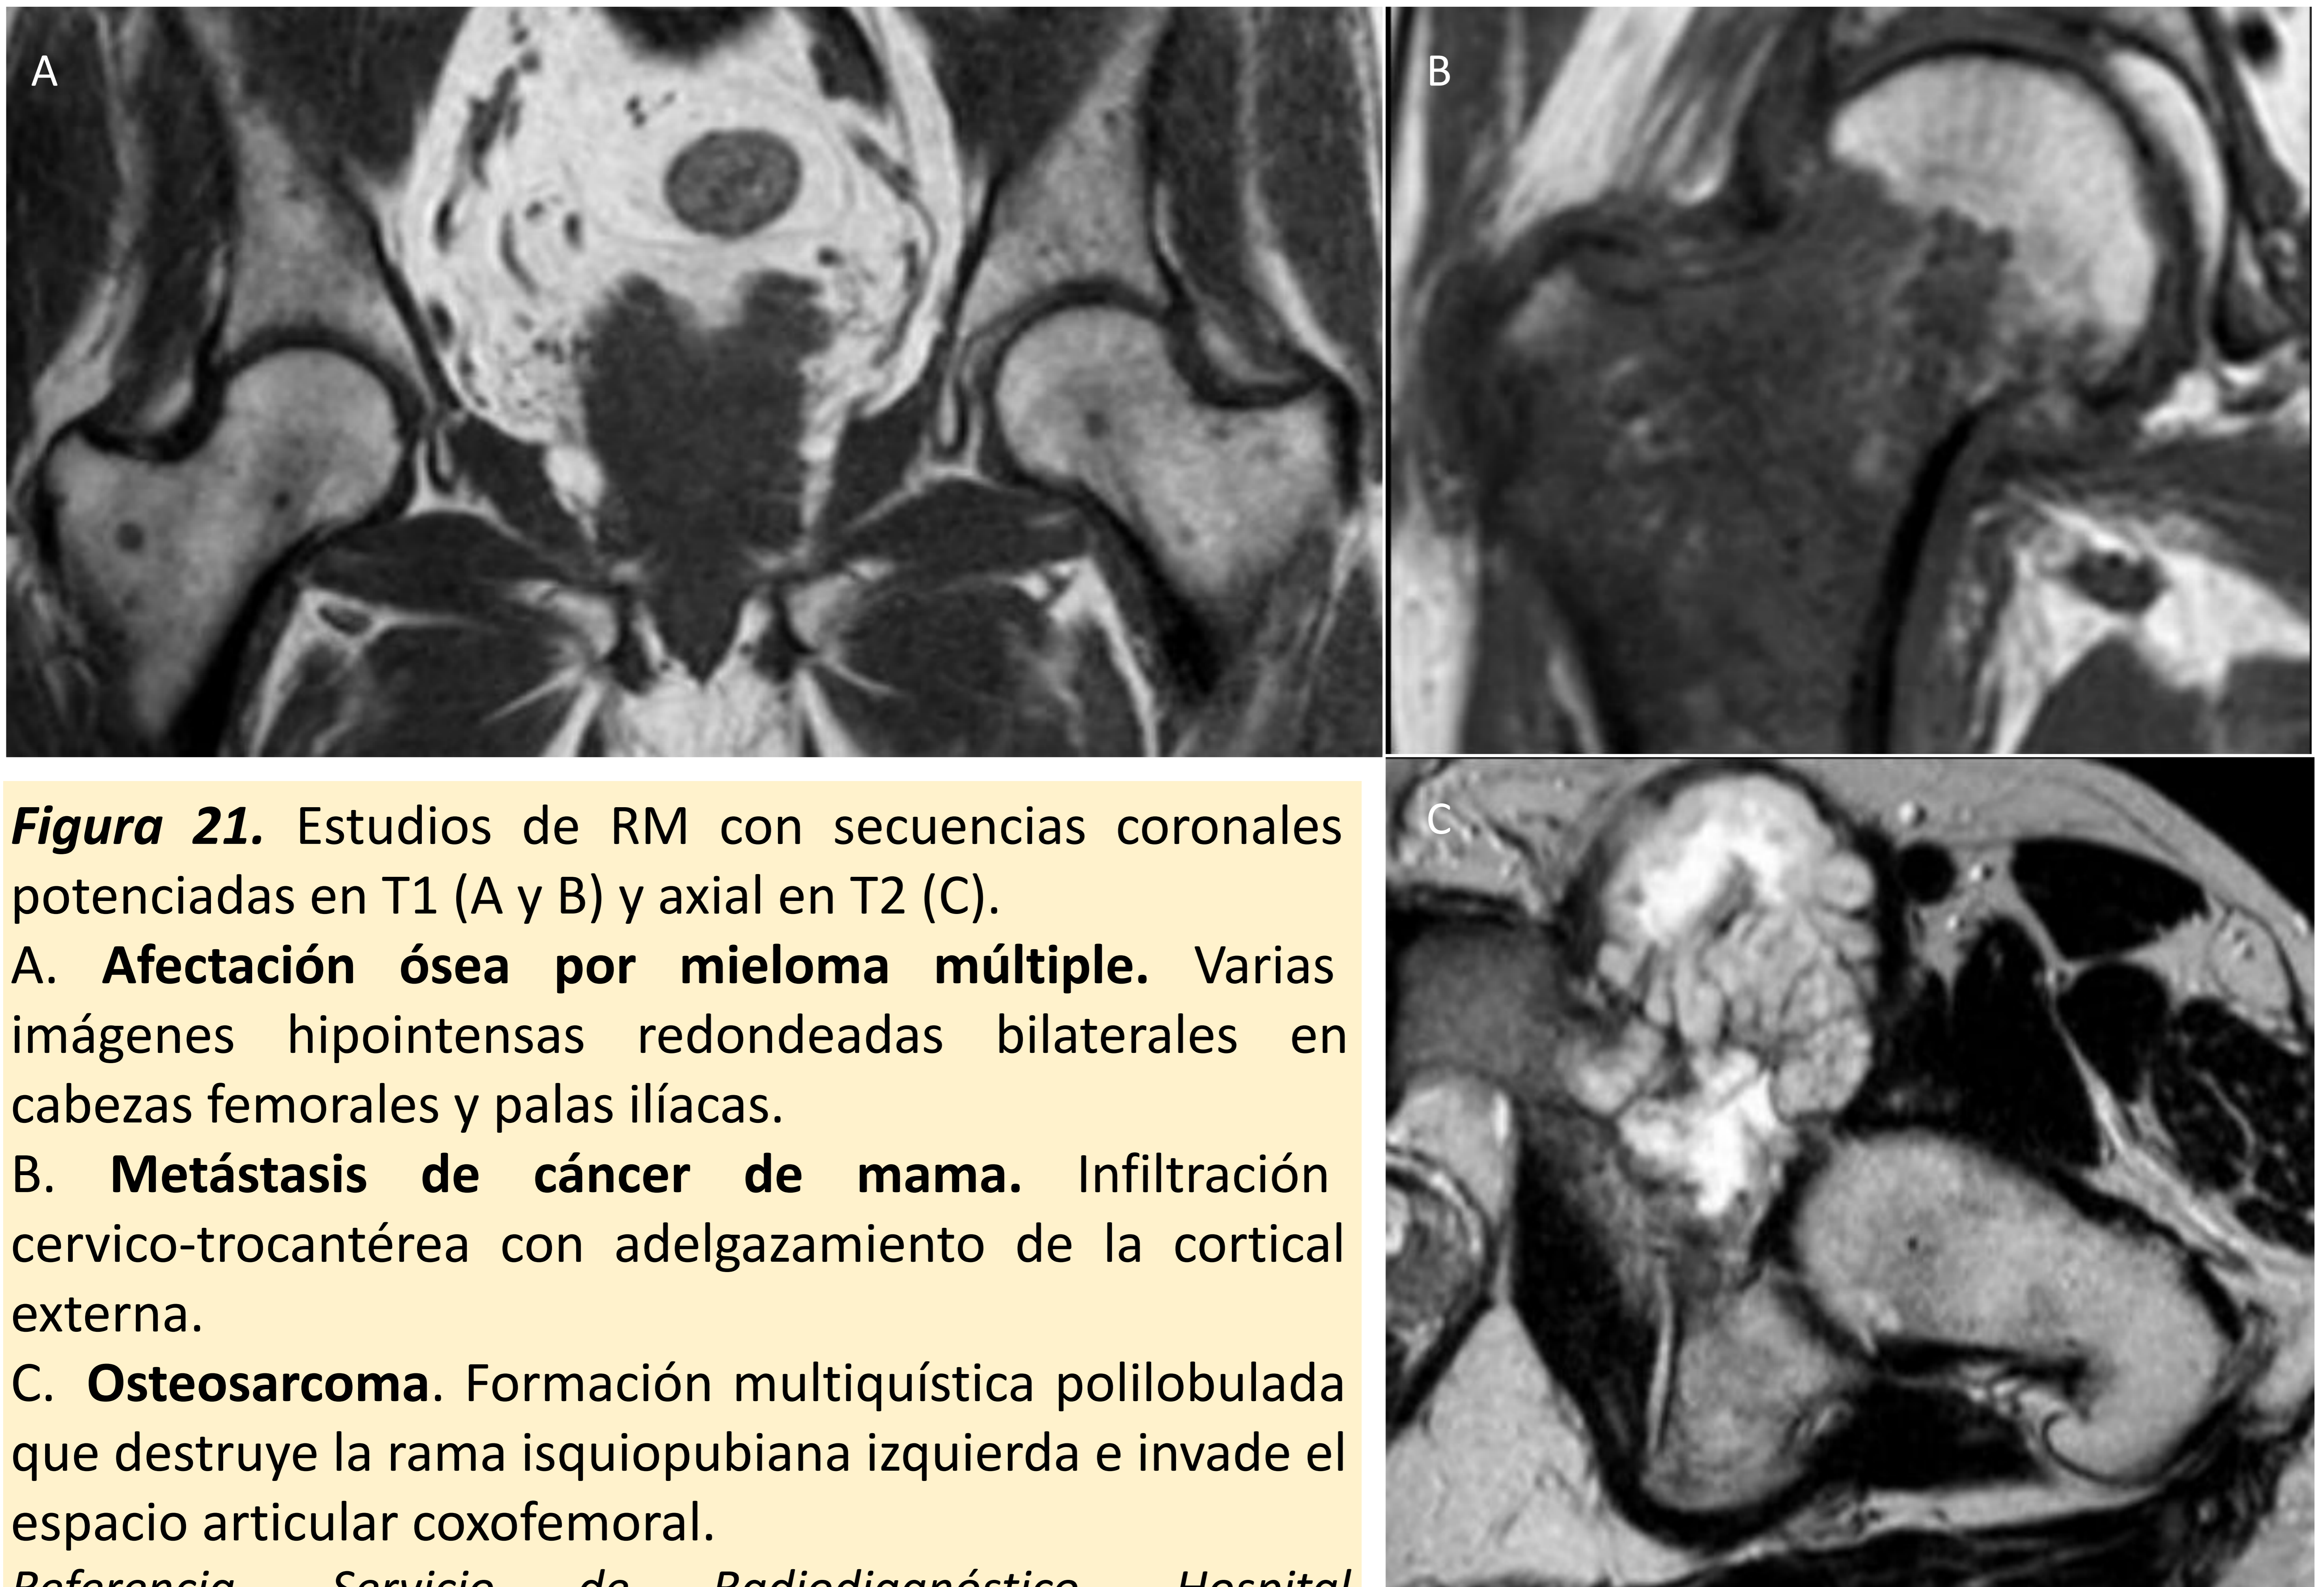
Estudios de RM con secuencias coronales potenciadas en T1 (A y B) y axial en T2 (C).
